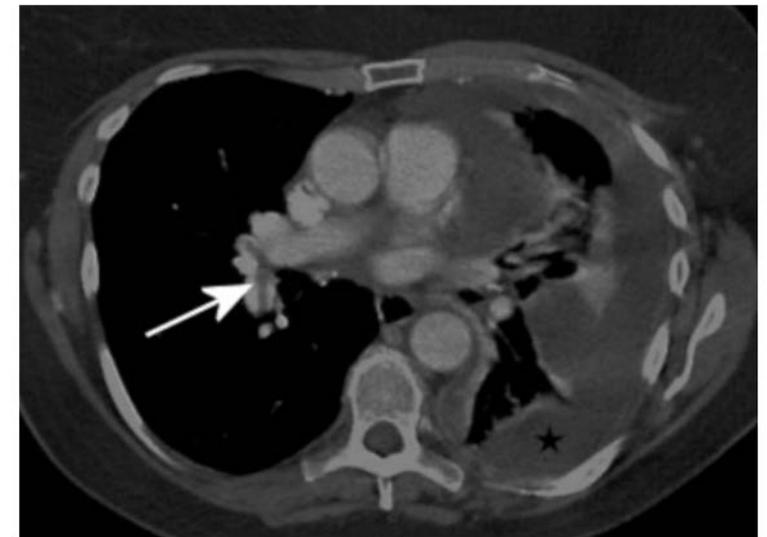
Contrast-enhanced CT with 150 ml of contrast infused at 2.5 ml s^{-1} . This shows a left-sided malignant pleural collection (star). There is sufficient enhancement of the pulmonary arteries to diagnose pulmonary emboli in the right lobar arteries (arrow).
